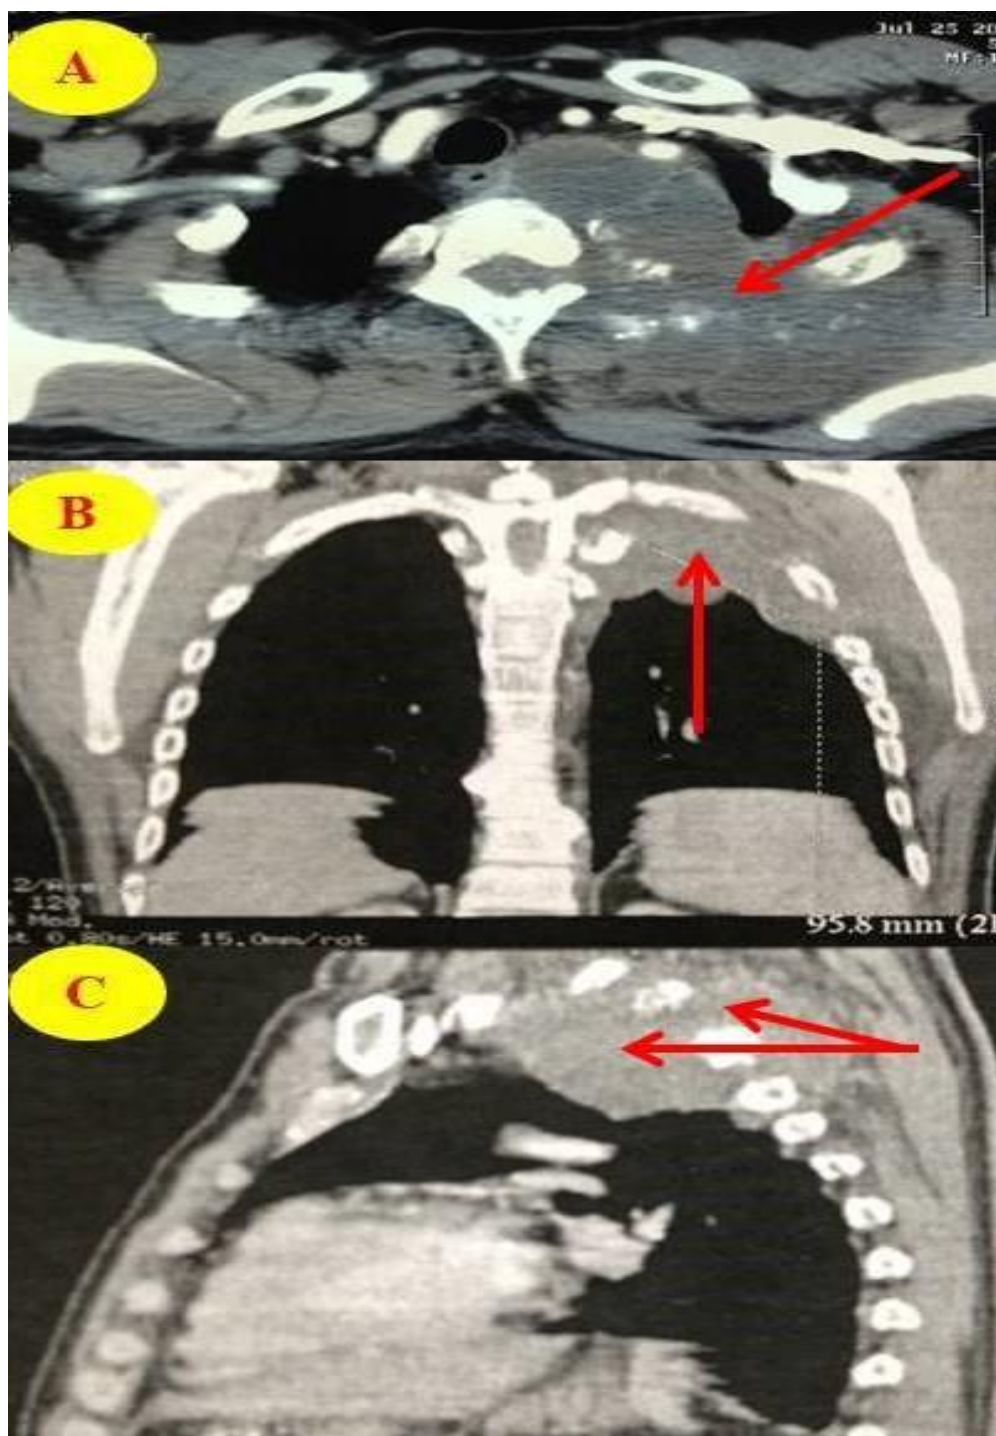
Aspect de chondrosarcome costal sur TDM thoracique
